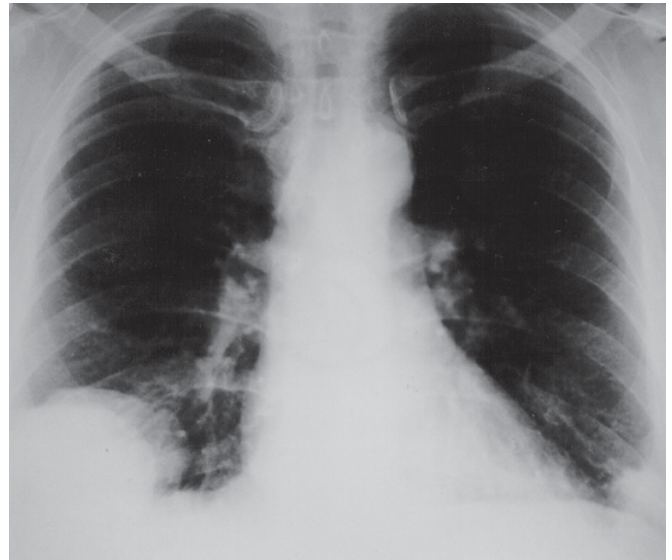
Radiografia simples do tórax na admissão hospitalar mostrando opacificação na base direita e infiltrado não homogêneo na base esquerda
